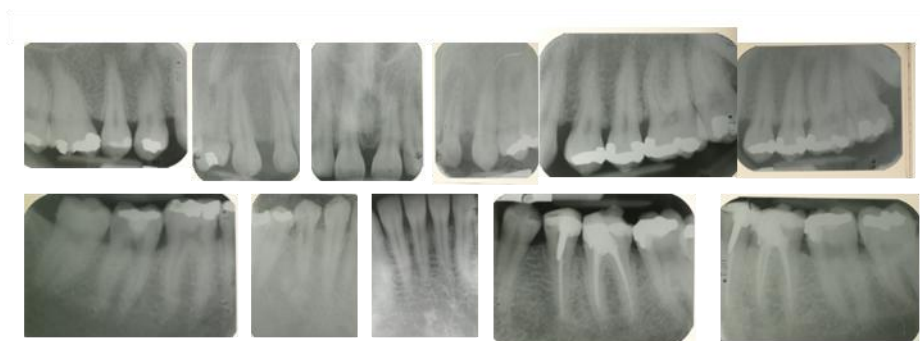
Serie radiográfica periapical. De izquierda a derecha: 18 a 14; 14-13; 12 a 22; 23; 24-25; 26-27; 48 a 46; 45 a 43; 42 a 32; 34 a 36; 37-38.
